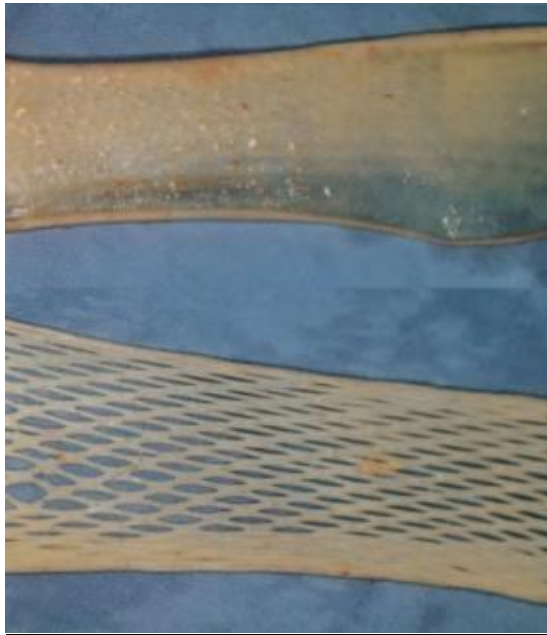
ASPECT DE GREFFE DE PEAU MINCE CONTINUE (EN HAUT) ET EN FILET (× 3) (EN BAS).
